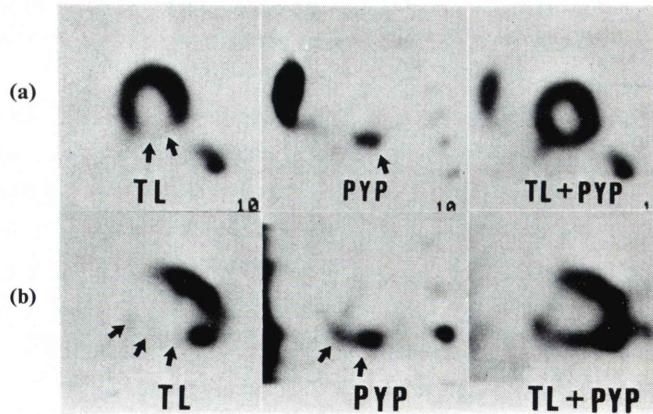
Dual energy SPECT (case 1). (a) Transaxial images. (b) Vertical images.
